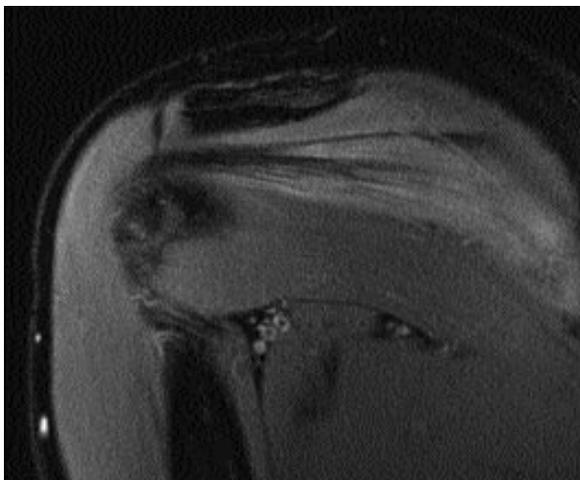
Vue IRM dans le plan frontal montrant le tendon intra-musculaire du muscle infra-épineux.
